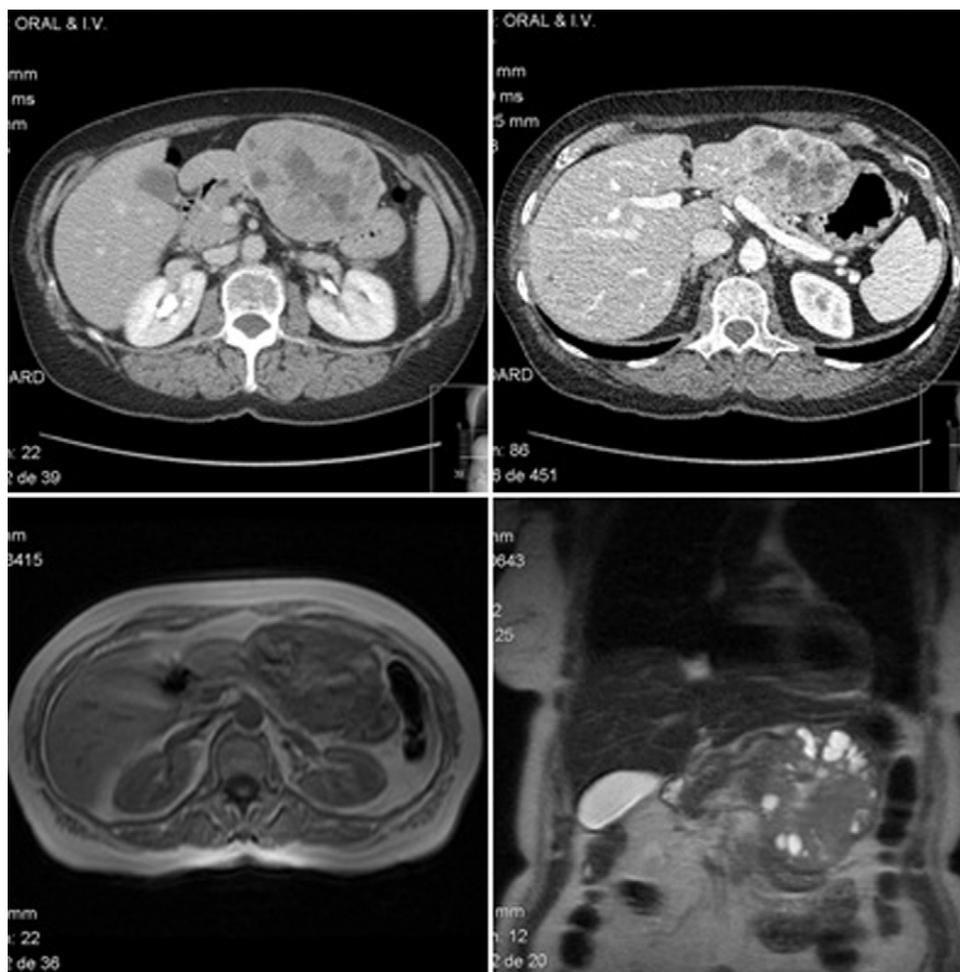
Superior: TC Abdominal con masa sólida con áreas de degeneración quística en su interior que parece depender del lóbulo hepático izquierdo; Inferior: RMN hepática con masa de similares características que parece en contacto con estructuras vecinas.
